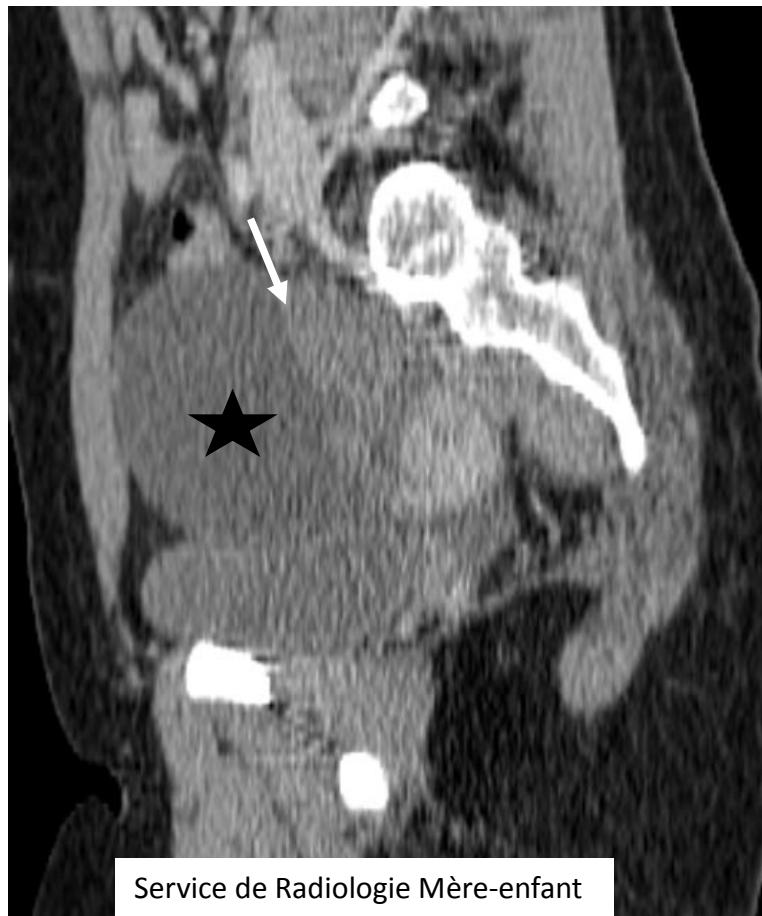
TDM pelvienne injectée en reconstruction sagittale montrant une volumineuse formation kystique (étoile noire) au dépend de l'ovaire droit (signe de l'épaulement flèche blanche), bien limitée, sans cloison ni bourgeon endo-kystique avec un aspect tuméfié de l'ovaire droit.
